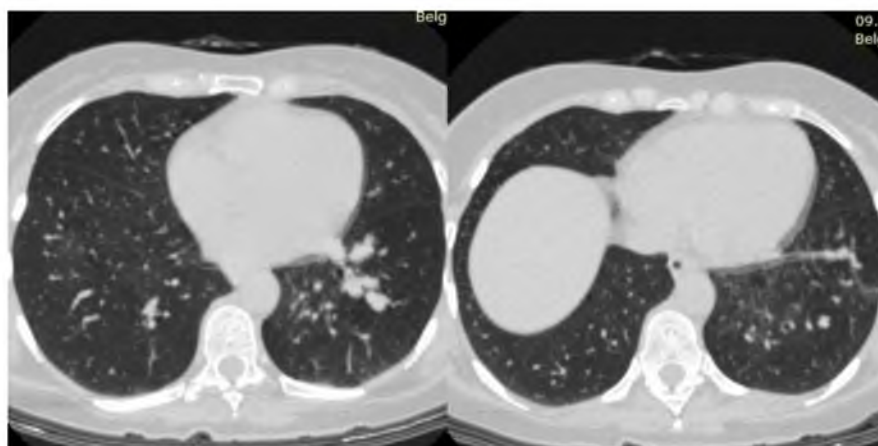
Компьютерная томография легких: инфильтративные изменения нижней доли левого легкого регрессировали, отмечается частичное восстановление пневмотизации бронхоэктазов нижней доли левого легкого
